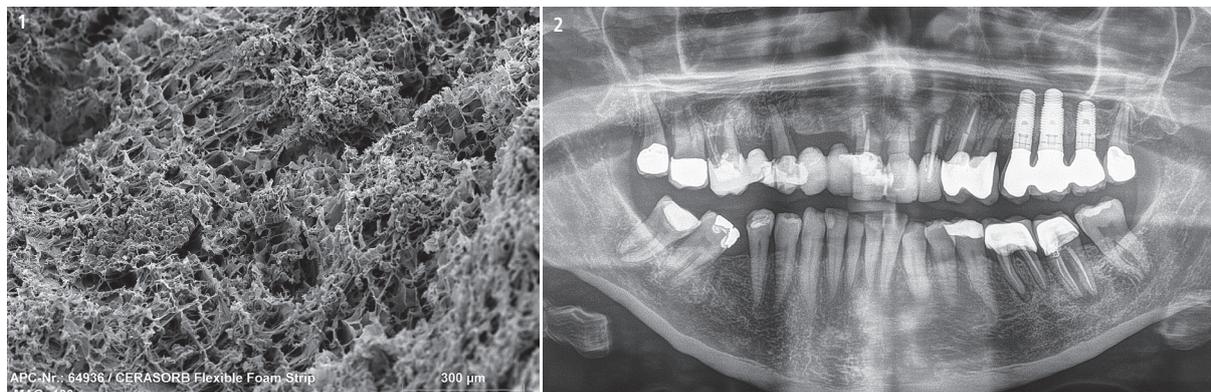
CERASORB® Foam, REM-Aufnahme. – Fall 1 – Abb. 2: Panoramaröntgenaufnahme vor der Operation.
